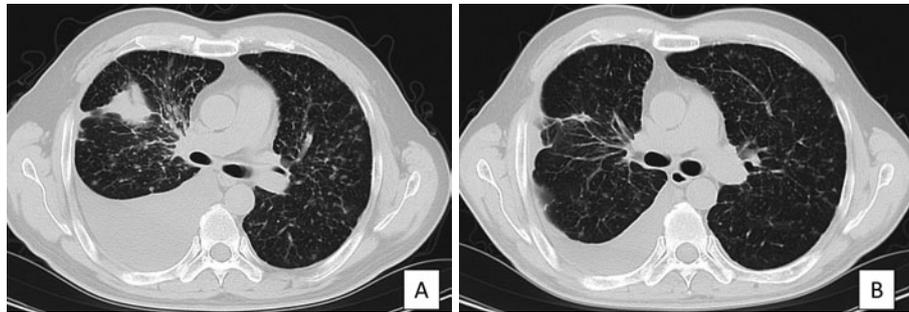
Chest CT scan before (A) and after (B) the re-treatment with erlotinib. Chest CT shows the enlarged tumor size in the right lung and the increased number of small nodules in both lungs before re-treatment with erlotinib. In contrast, the tumor and small nodules were markedly reduced, and the right pleural effusion was also decreased after re-treatment with erlotinib.
